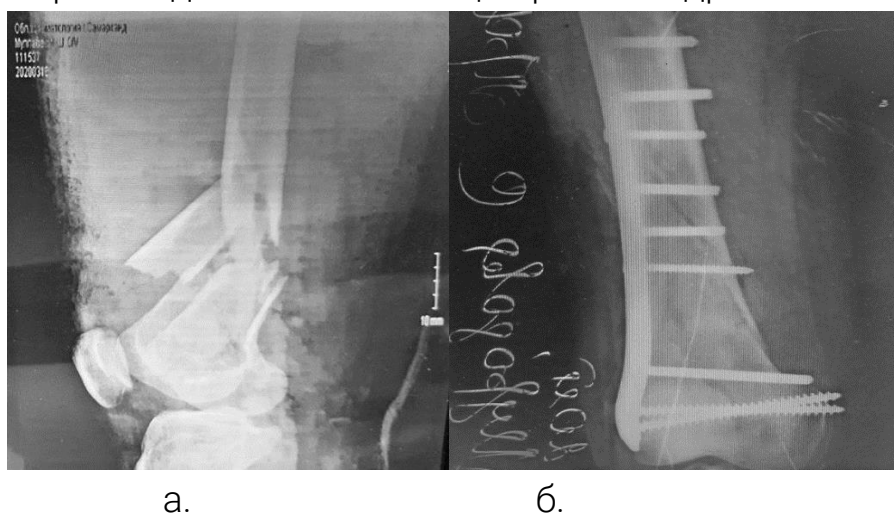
Рентгенограмма больной П., 1990 г.р. а-диагностический до операции, б-после операции, фиксация пластиной Liss.
